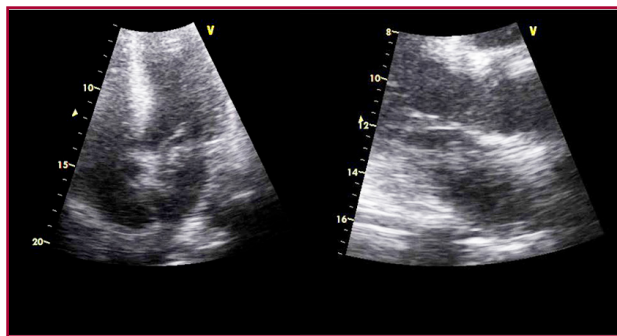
Ecocardiograma Doppler con imagen compatible con trombo en tránsito
